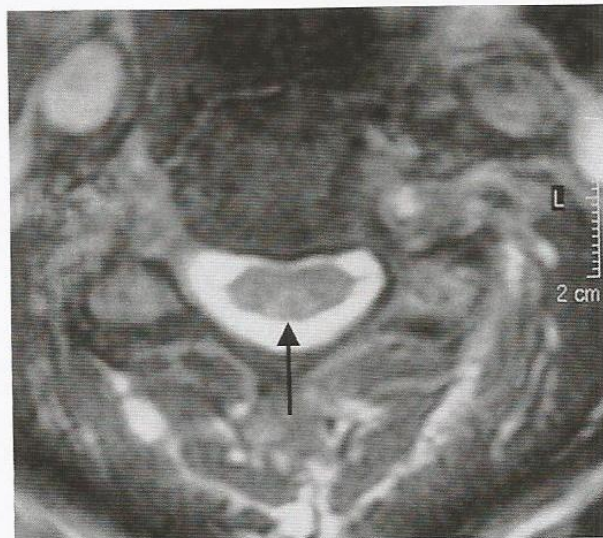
Degeneração subaguda avançada (mielose funicular) com sintomas de paraplegia. Na RM da medula cervical (nível C6), a intensificação dos sinais é evidente nas colunas posterior e anterolateral. Essa imagem é típica da mielose funicular avançada.
